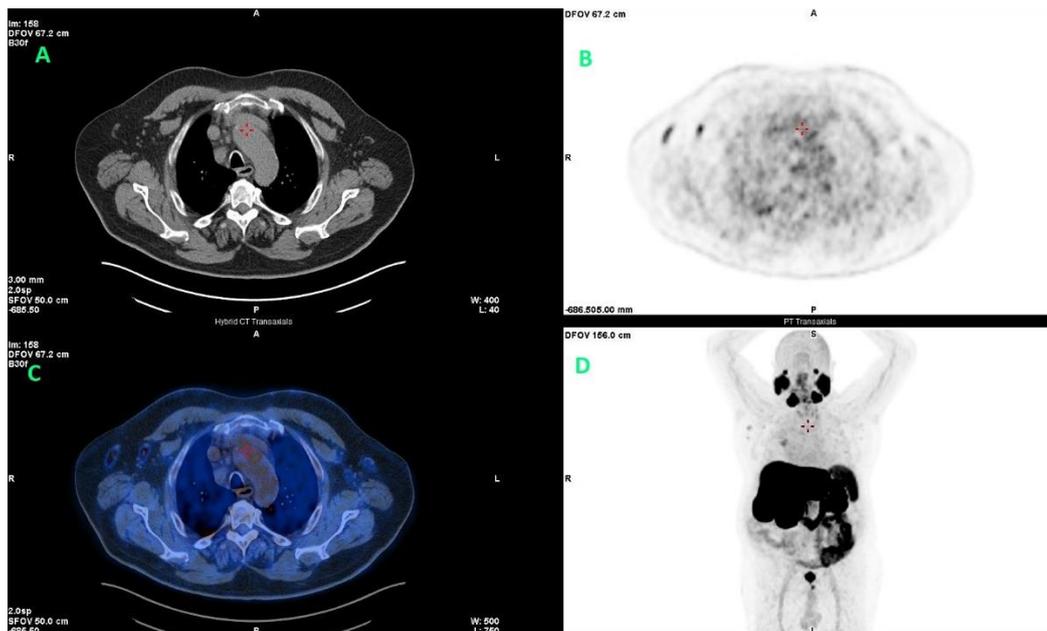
A) immagine TC, B) immagine PET, C) immagine di FUSIONE, D) immagine 3D MIP. Si osservano i linfonodi flogistici in sede ascellare bilaterale.
